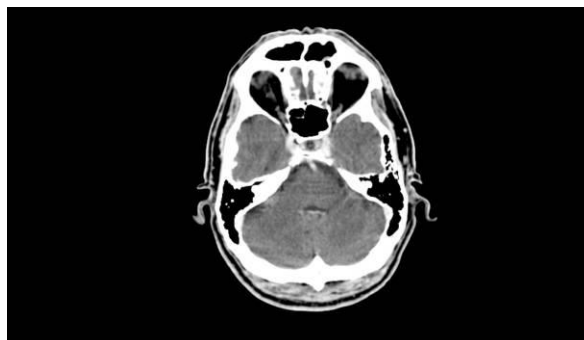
Exemple d'image CT (d'une tête)
